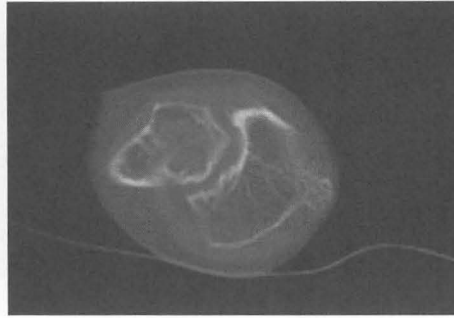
CT 遠位橈尺関節高位での水平断画像。尺骨頭背側に外骨腫の隆起を認める。
